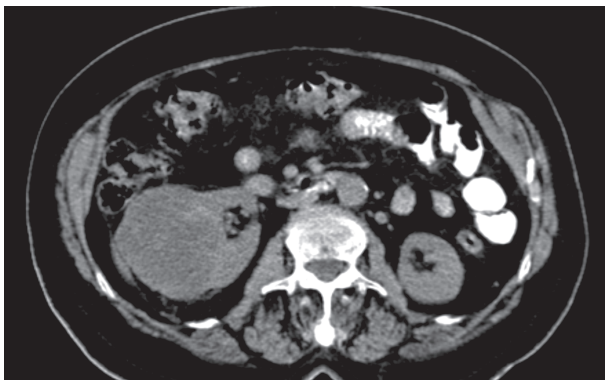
TC del paciente, en foco renal. Se evidencia tumoración dependiente del riñón derecho, sin afectación linfática regional.
